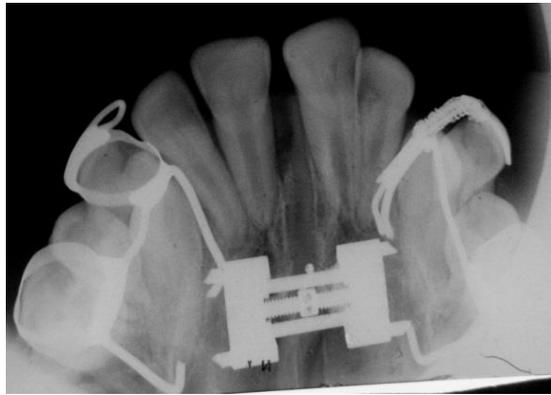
Radiografia oclusal total de maxila após ERM.
